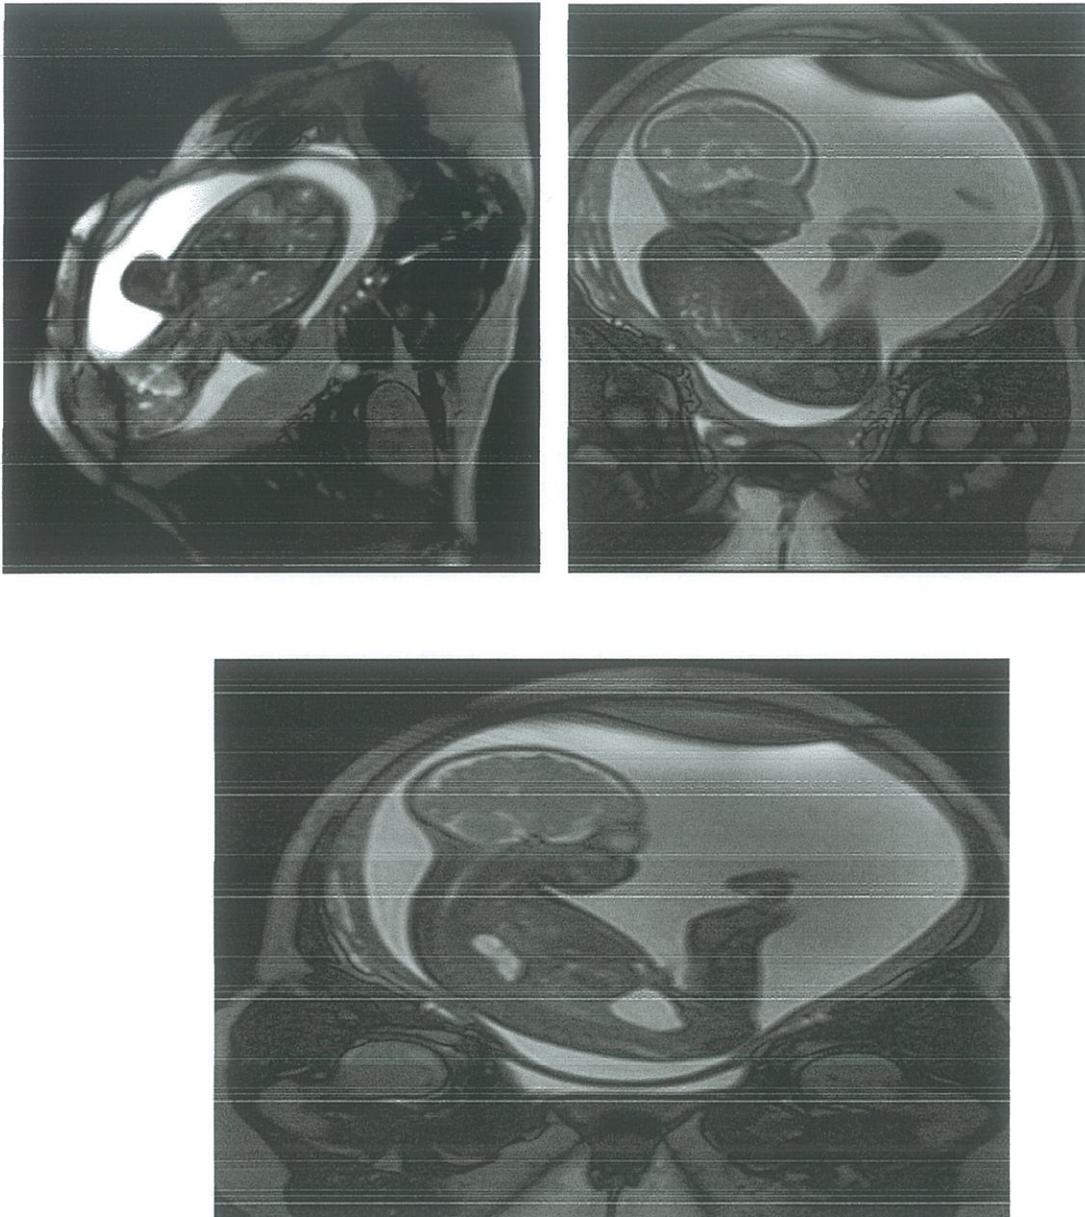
Diferentes cortes de resonancia magnética en los que se confirma la presencia de órganos abdominales en la cavidad torácica (mediastino posterior), y donde se vuelve evidente el polihidramnios.
